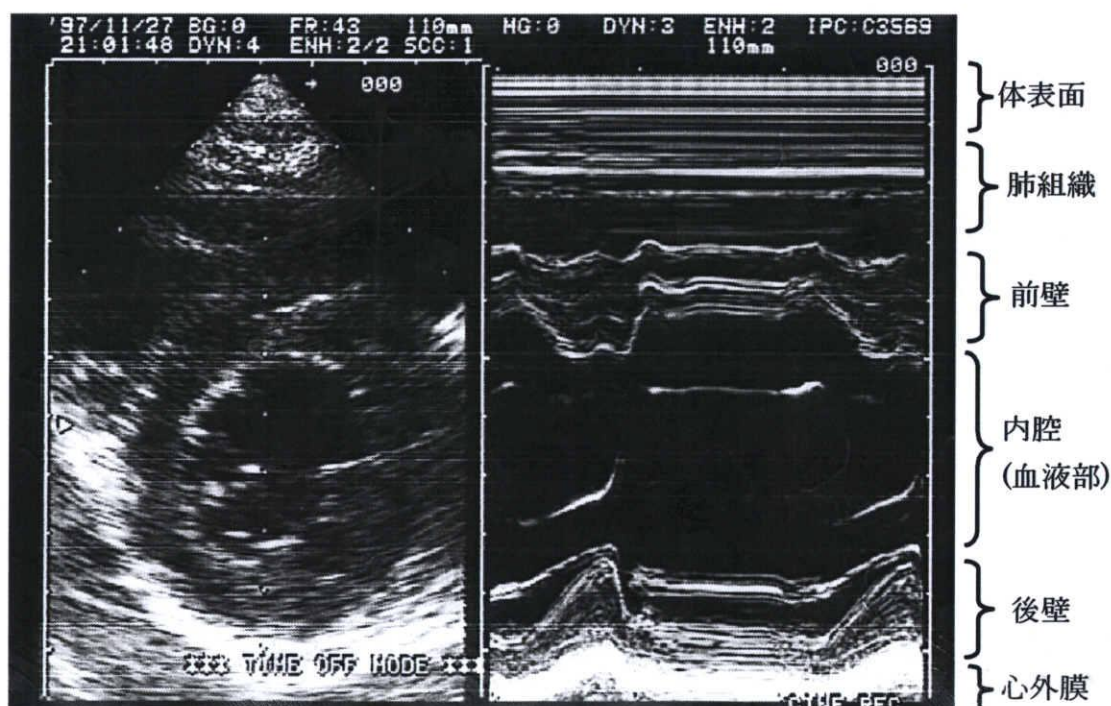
左心室短軸画像の超音波Bモード画像(左)とMモード画像(右)
